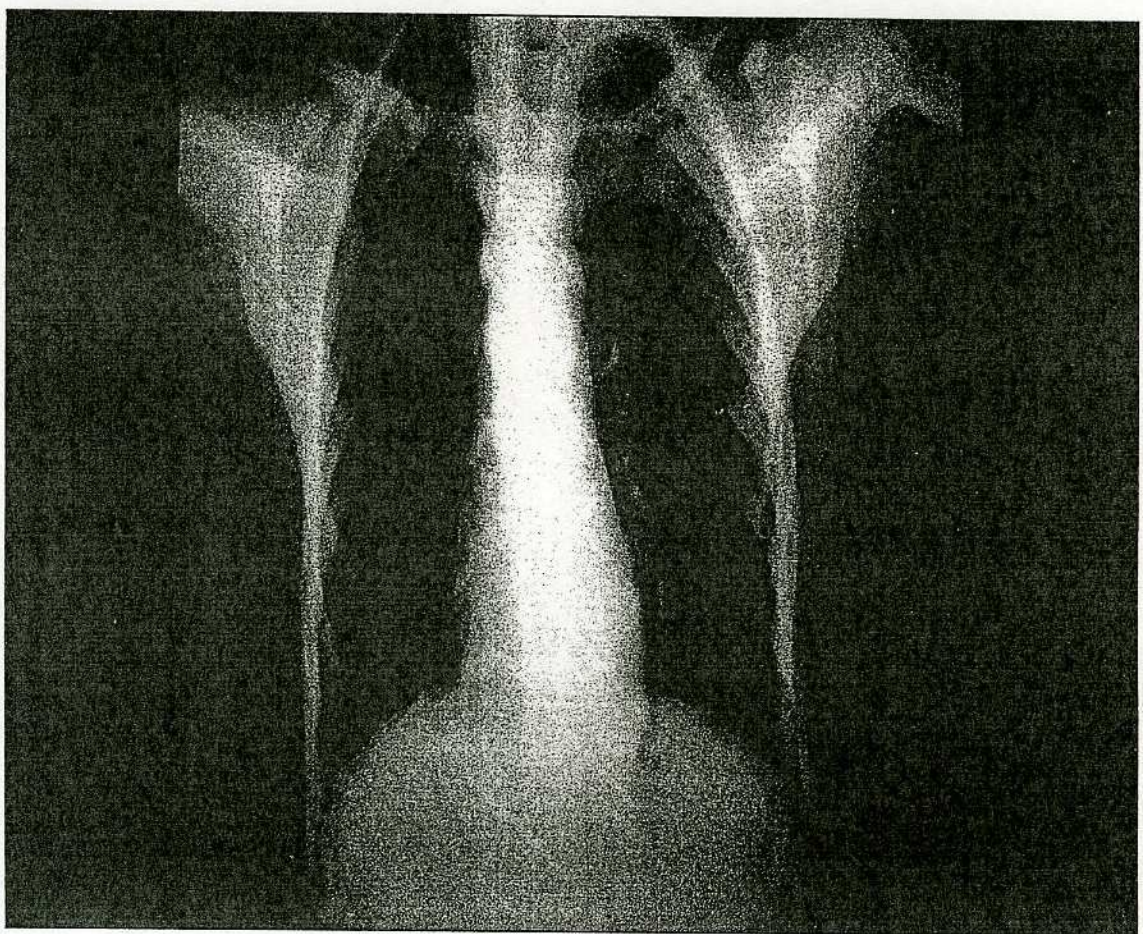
radiographie pulmonaire de face
